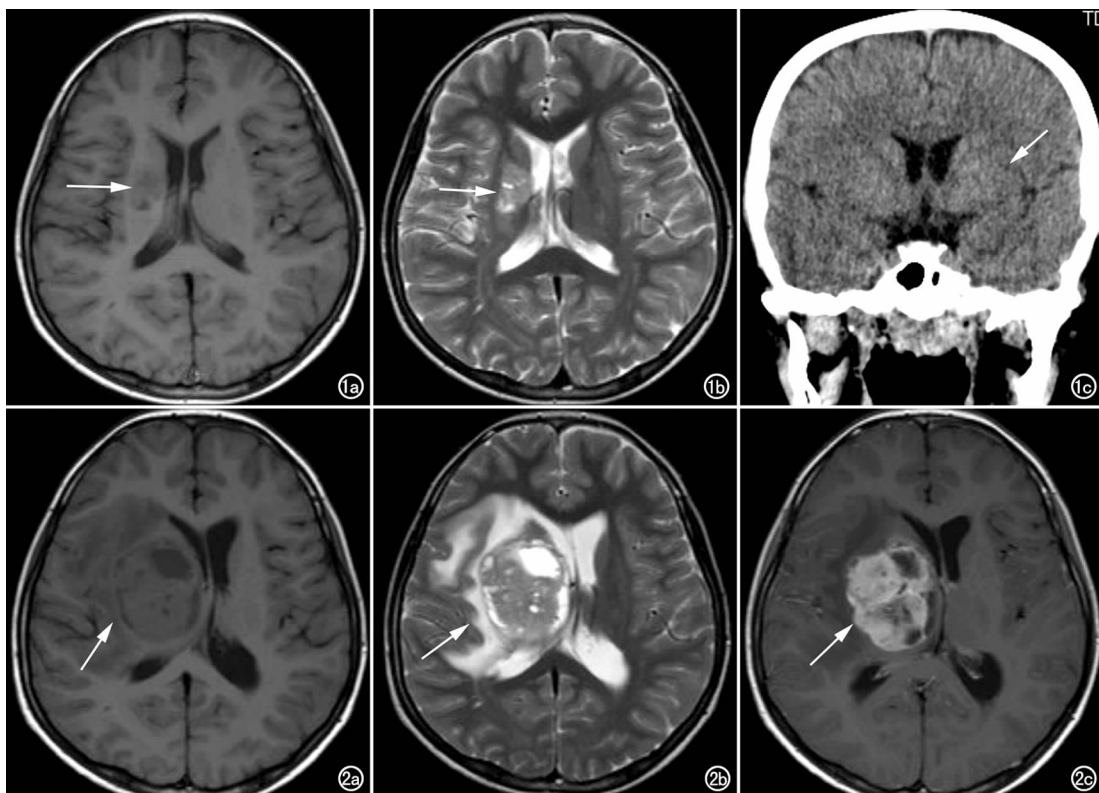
初诊时肿瘤信号不典型,且无明显占位效应及水肿,同侧侧脑室前角轻度扩大,同侧脑实质较对侧欠饱满。a) 轴面 T₁ WI 示右侧基底节区团片状长 T₁ 信号灶,边界较清楚,其内信号欠均匀(箭); b) 轴面 T₂ WI 示右侧基底节区团片状长 T₂ 信号灶,边界较清楚,其内信号欠均匀(箭); c) 冠状面 CT 示不均匀稍高密度影(箭)。
